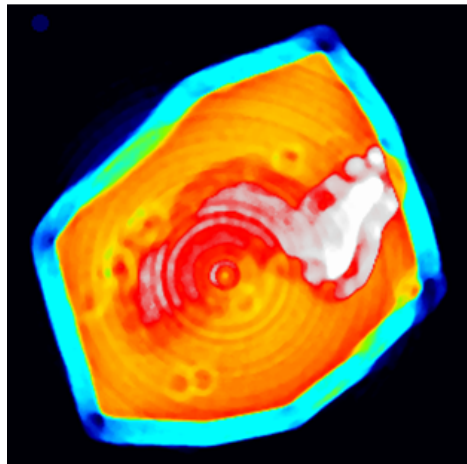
Tomographische Draufsicht eines Tumors, der mit magnetischem Drug Targeting behandelt wurde. Das Strahlauhärtungsartefakt ist als cyanfarbener Bereich in der äußeren Region des Tumors zu sehen.
